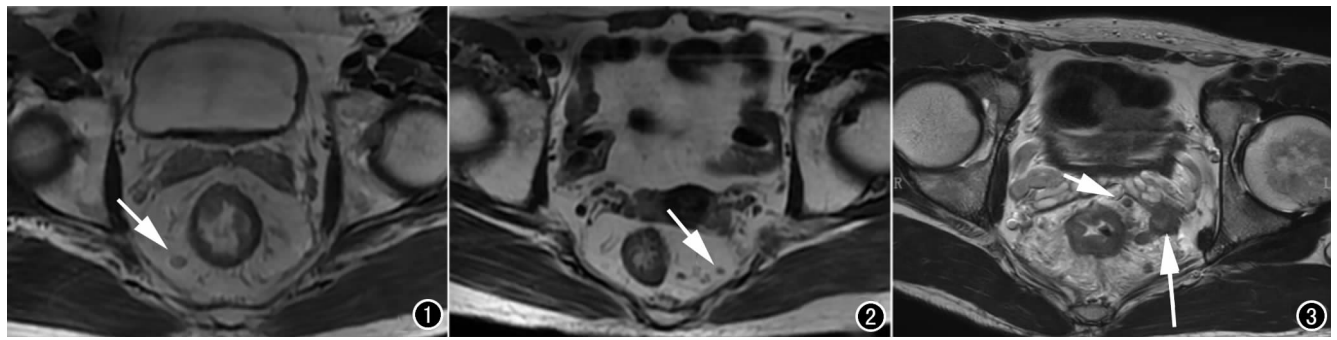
直肠下段腺癌系膜筋膜内小淋巴结(箭),短径为 6.3 mm, MRI 评估为转移性淋巴结。图 2 直肠下段腺癌系膜筋膜内小淋巴结(箭),短径为 2.1 mm,信号尚均匀,边缘模糊, MRI 评估为转移性淋巴结。图 3 直肠下段腺癌伴双侧直肠系膜筋膜受侵,左侧系膜筋膜内小转移性淋巴结(箭)距离直肠系膜筋膜约 0.8 mm,另一枚癌结节(长箭)直接侵犯直肠系膜筋膜。
